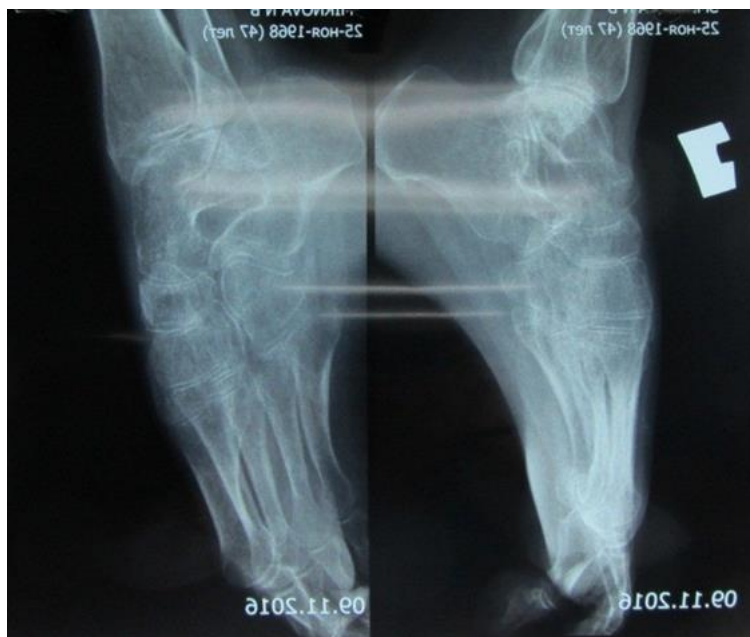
Рентгенограммы больного С. с двусторонним процессом до операции (боковая проекция)
